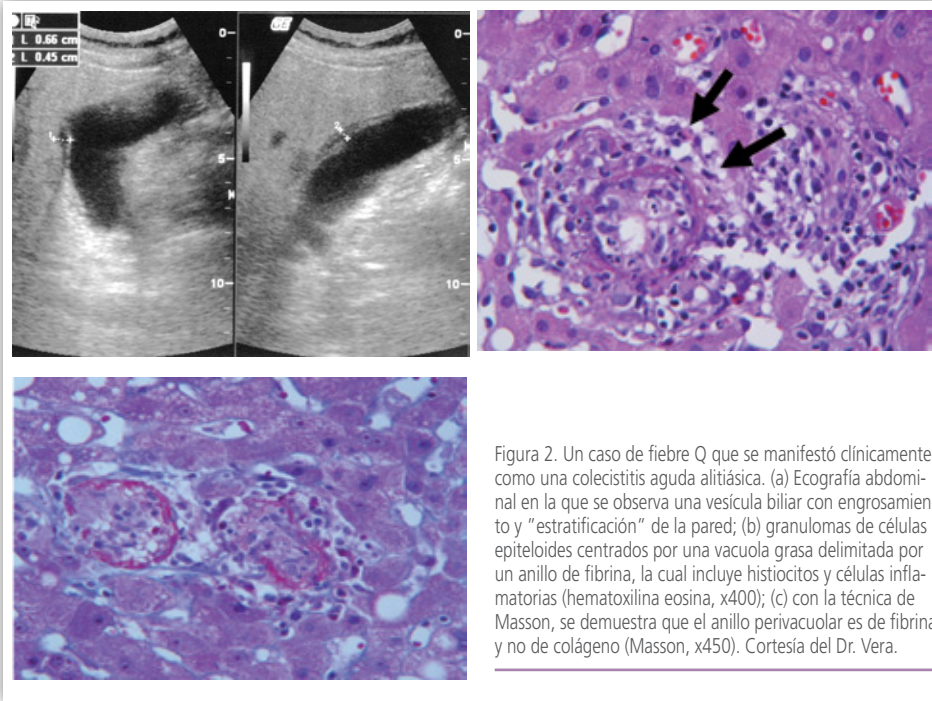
Un caso de fiebre Q que se manifestó clínicamente como una colecistitis aguda alitiásica. (a) Ecografía abdominal en la que se observa una vesícula biliar con engrosamiento y "estratificación" de la pared; (b) granulomas de células epitelioides centrados por una vacuola grasa delimitada por un anillo de fibrina, la cual incluye histiocitos y células inflamatorias (hematoxilina eosina, x400); (c) con la técnica de Masson, se demuestra que el anillo perivacuolar es de fibrina y no de colágeno (Masson, x450). Cortesía del Dr. Vera.
